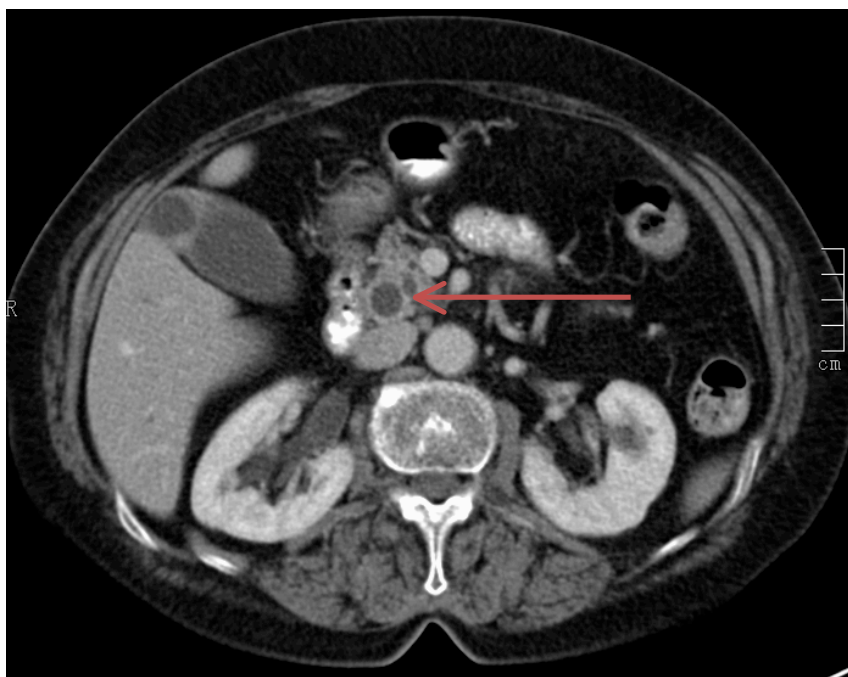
TC abdominal evidenciando ectasia da via biliar principal
